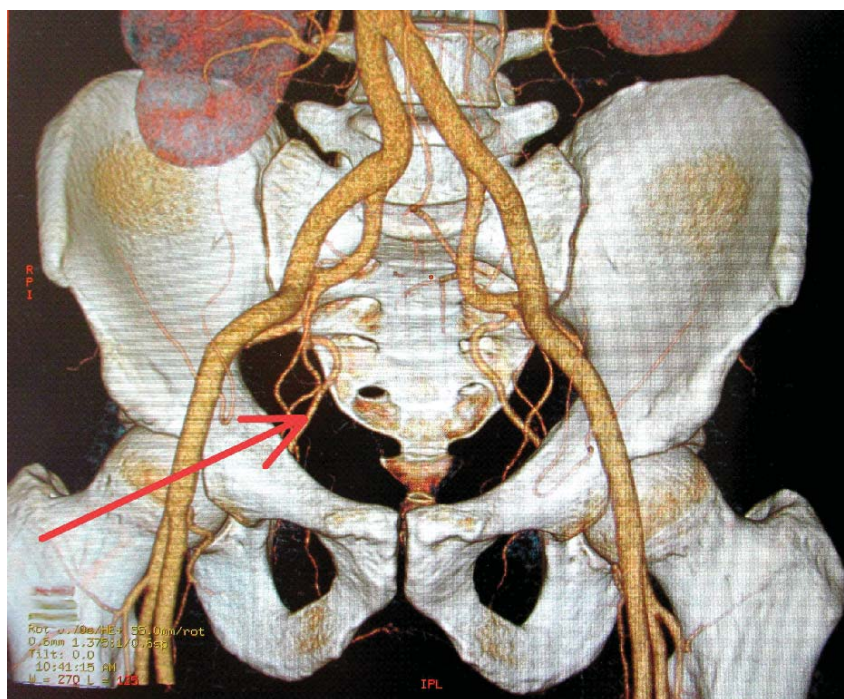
Комп'ютерна томографія-ангіографія судин малого тазу. Простатичні артерії відходять від внутрішніх соромітних артерій з обох сторін. Початкові ознаки облітеруючого атеросклерозу артерій тазу. Орієнтовний рівень складності процедури – помірно важкий.
